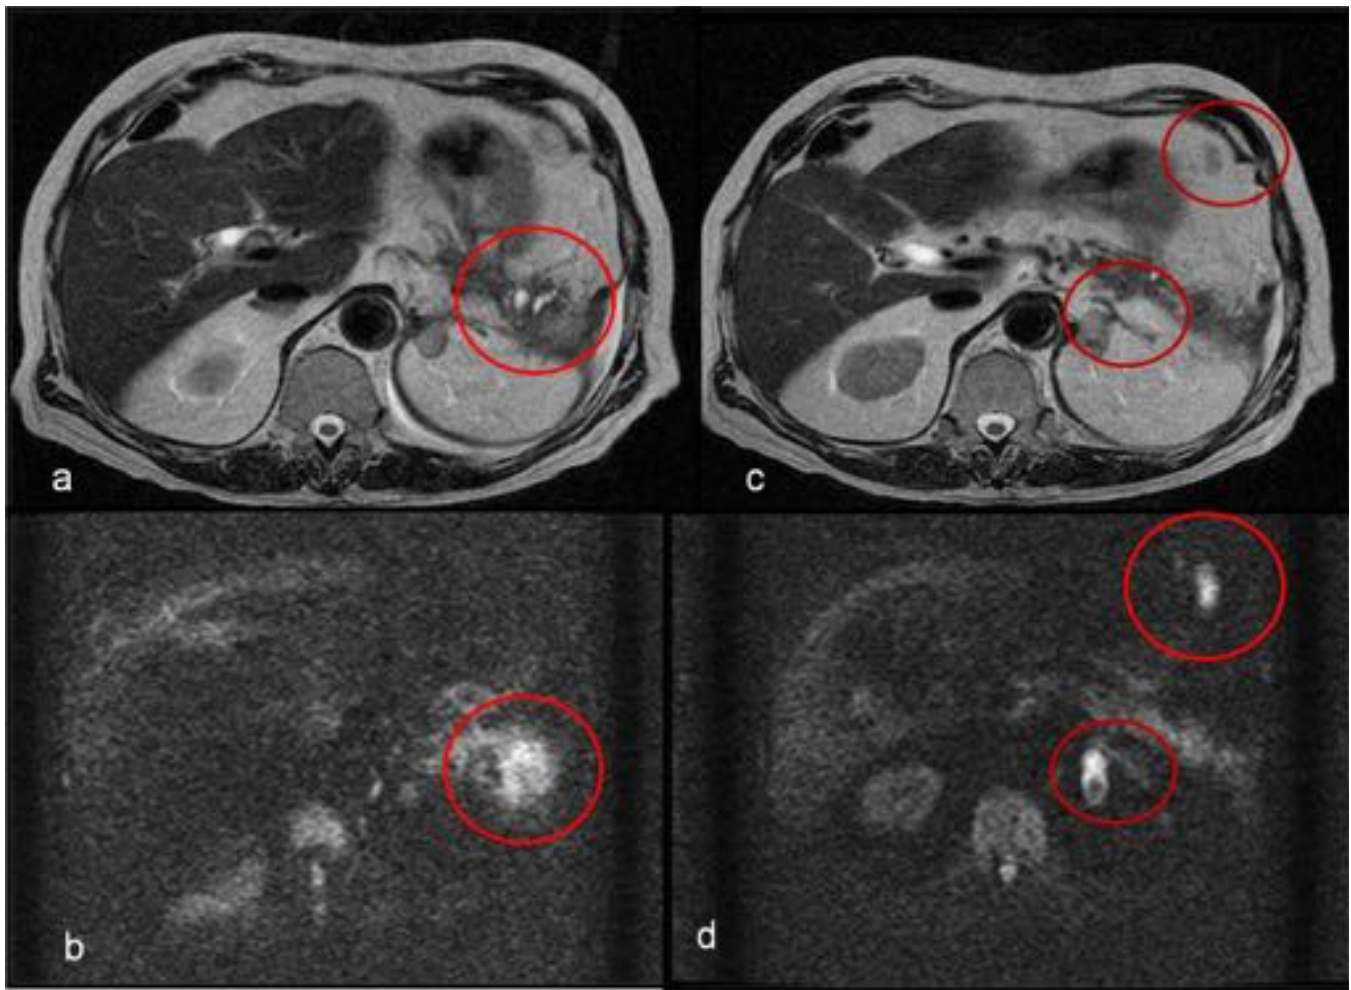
GIST GASTRICO : a y b estudio de RM axial T2 con dos imágenes nodulares de pequeño tamaño , una en la crura, adyacente a la suprarrenal izquierda y otra por delante del cuerpo gástrico y colecciones adyacentes a cambios por pancreatitis de aspecto sólido. b y d : estudio Axial de DWI-EPI en el que hay restricción de la difusión en los dos nódulos y también en la zona adyacente a las pequeñas colecciones. El Paciente se volvió a intervenir y se demostró recidiva en estas tres localizaciones.
